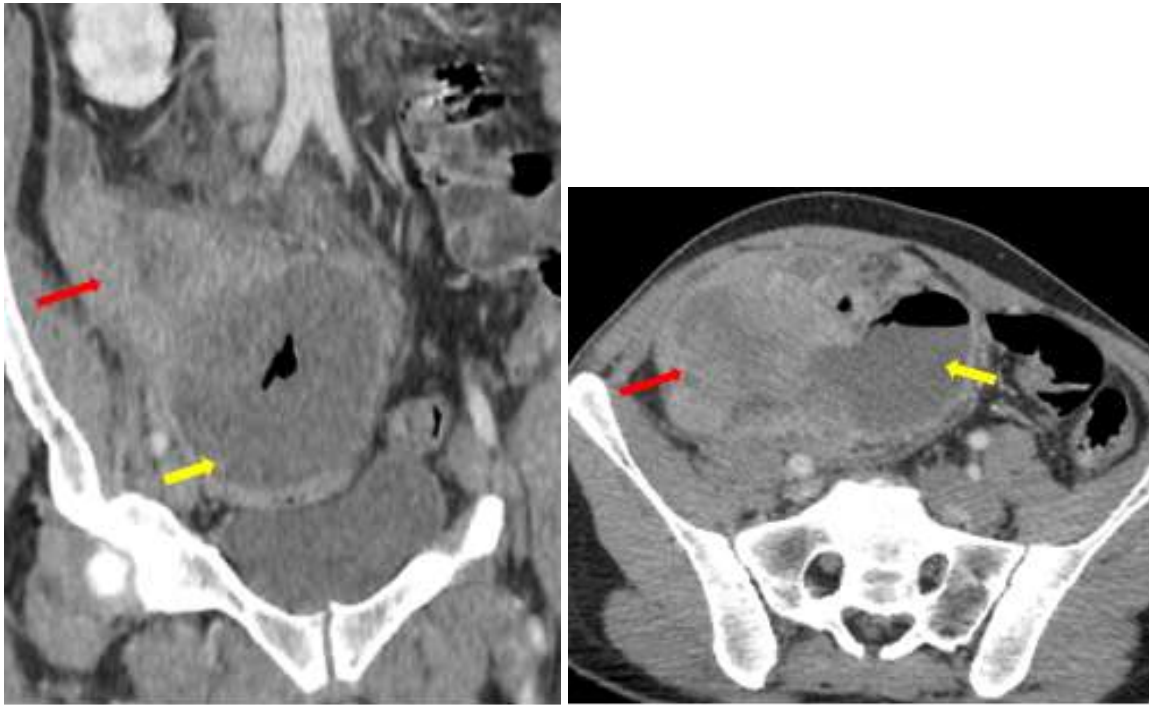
TDM abdomino pelvienne en coupes axiales montrant un épaissement pariétal circonférentiel et irrégulier du colon transverse étendu à l'angle colique droit (flèche rouge), associé à un épanchement intra péritonéal de moyenne abondance et quelques bul*
